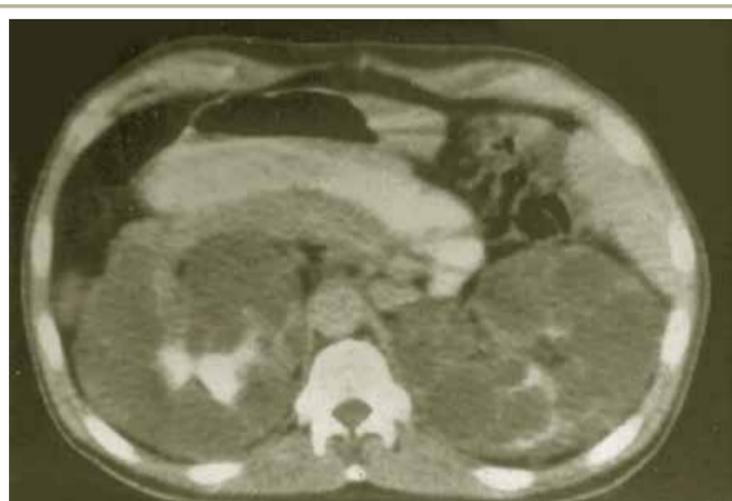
Rins policísticos na TC – Observar o aumento do volume com aspecto trabeculado do parênquima.
